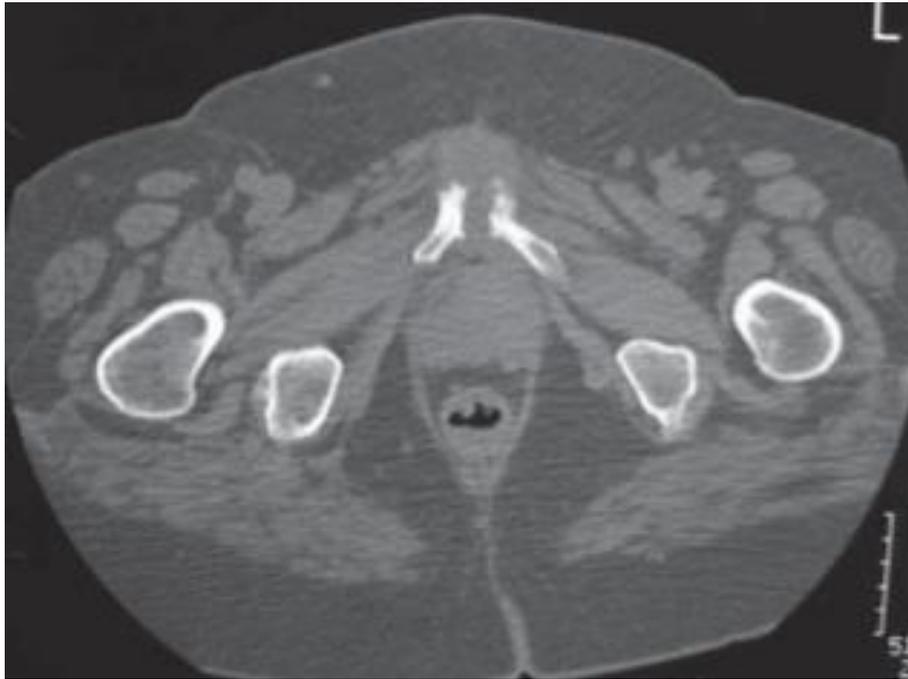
Coupe TDM transversale d'IOA pubienne retrouvant des lésions géodiques sous-chondrales des plaques symphysaires (d'après D.Mrabet, Lettre du Rhumatologue 2011)
